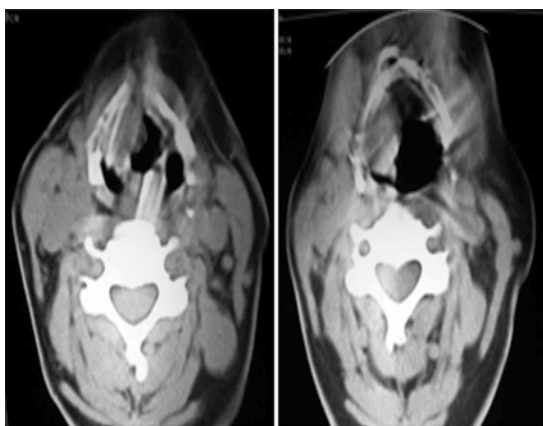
Tomografía de cuello.
